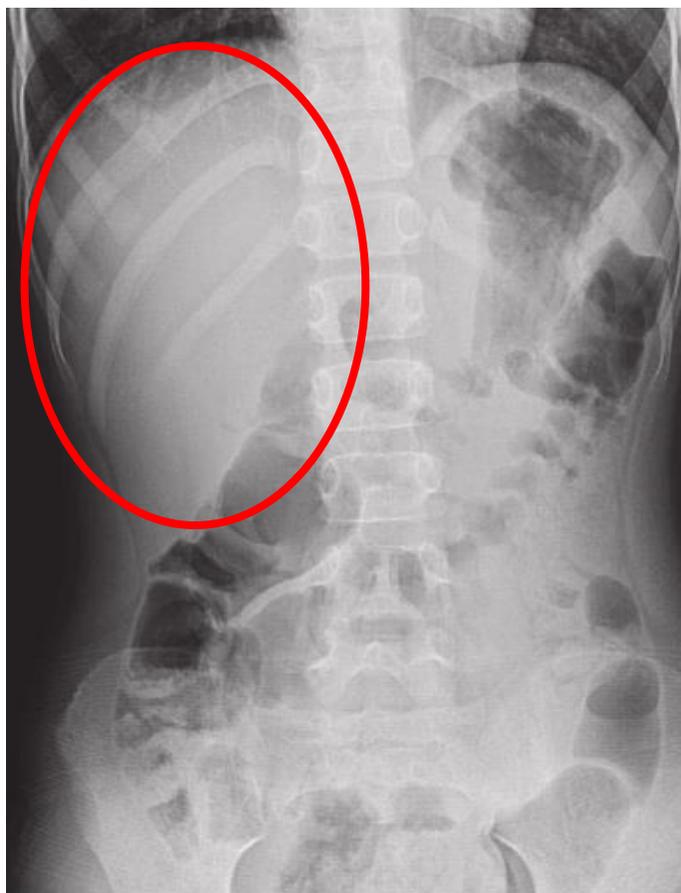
Radiografia abdominal simples e normal demonstrando a área sem gás correspondente ao fígado no quadrante superior direito
